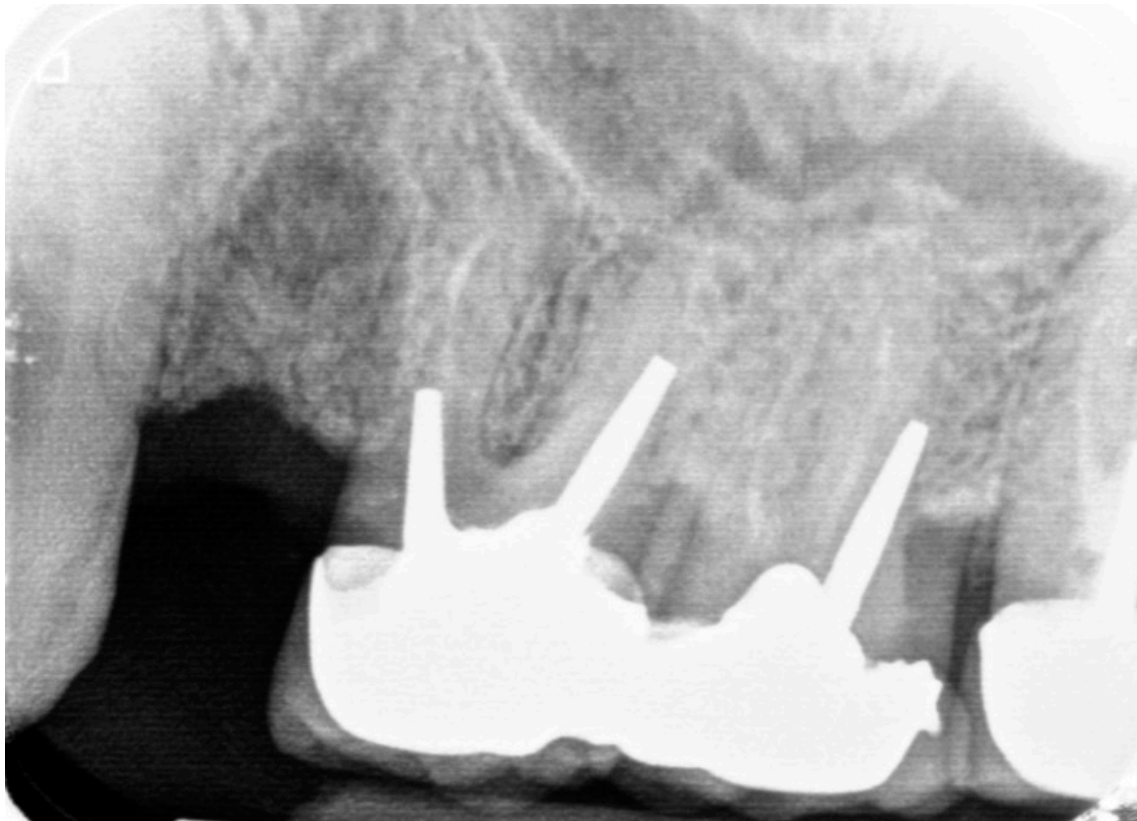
Radiografia periapical inicial.
